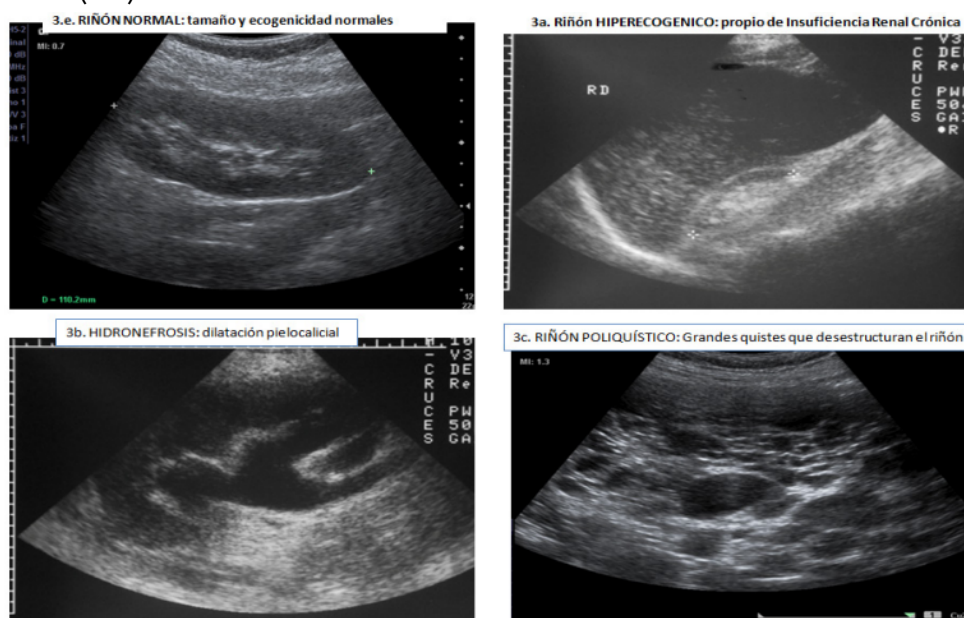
Ecografía Renal para Evaluación de Insuficiencia Renal
